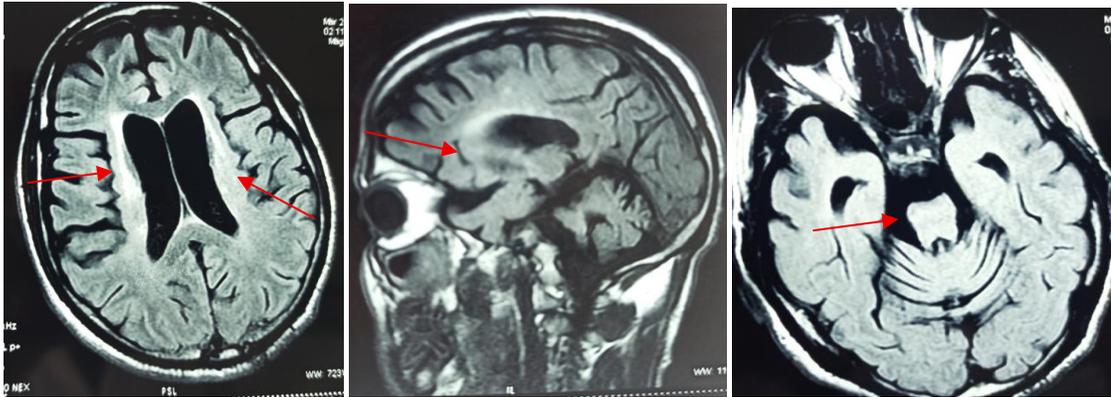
IRM patient 1 (hypersignaux touchant les noyaux gris et les thalami, ainsi que les pédoncules cérébraux en sous-tentorie).
